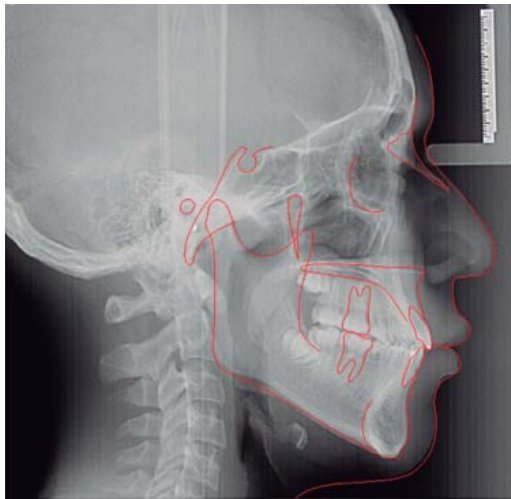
Radiografía lateral de cráneo final con estructuras anatómicas.
